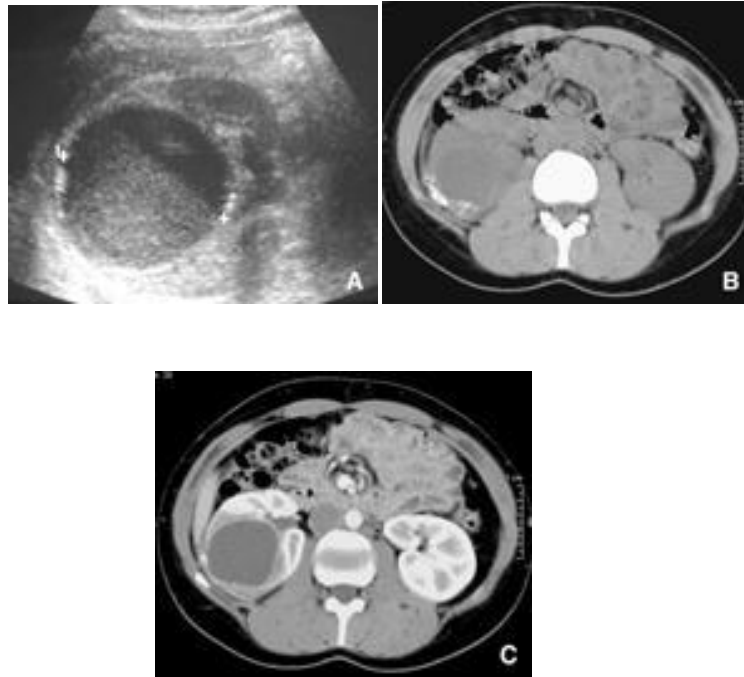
Diverticule infecté: les signes échographiques sont ceux d'une collection (A) avec un sédiment ; les signes scanographiques confirment la collection avec les calculs déclives (B), l'épaississement de la paroi (C)
